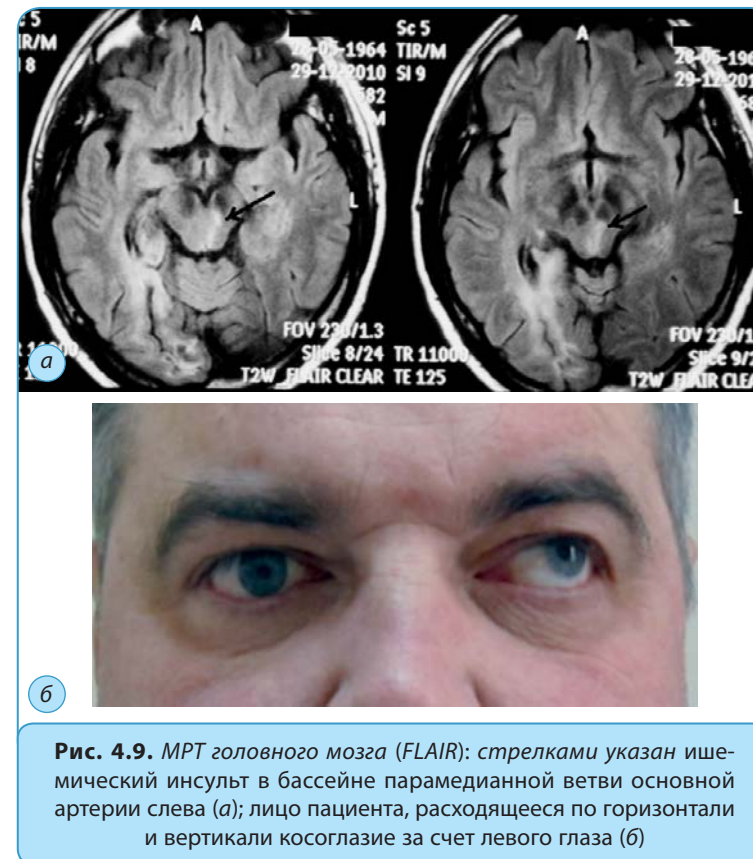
МРТ головного мозга (FLAIR): стрелками указан ишемический инсульт в бассейне парамедиальной ветви основной артерии слева (а); лицо пациента, расходящееся по горизонтали и вертикали косоглазие за счет левого глаза (б)
